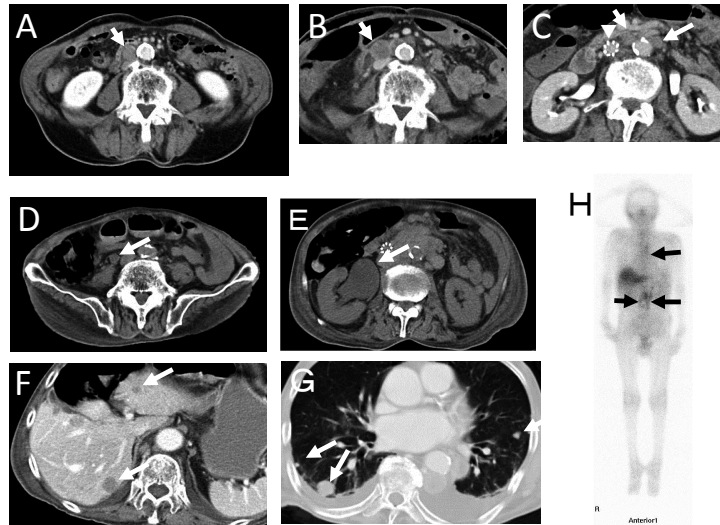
Images of chest and abdomen on computed tomography (A-G) and whole-body  $^{67}\text{Ga}$  scintigraphy (H).
